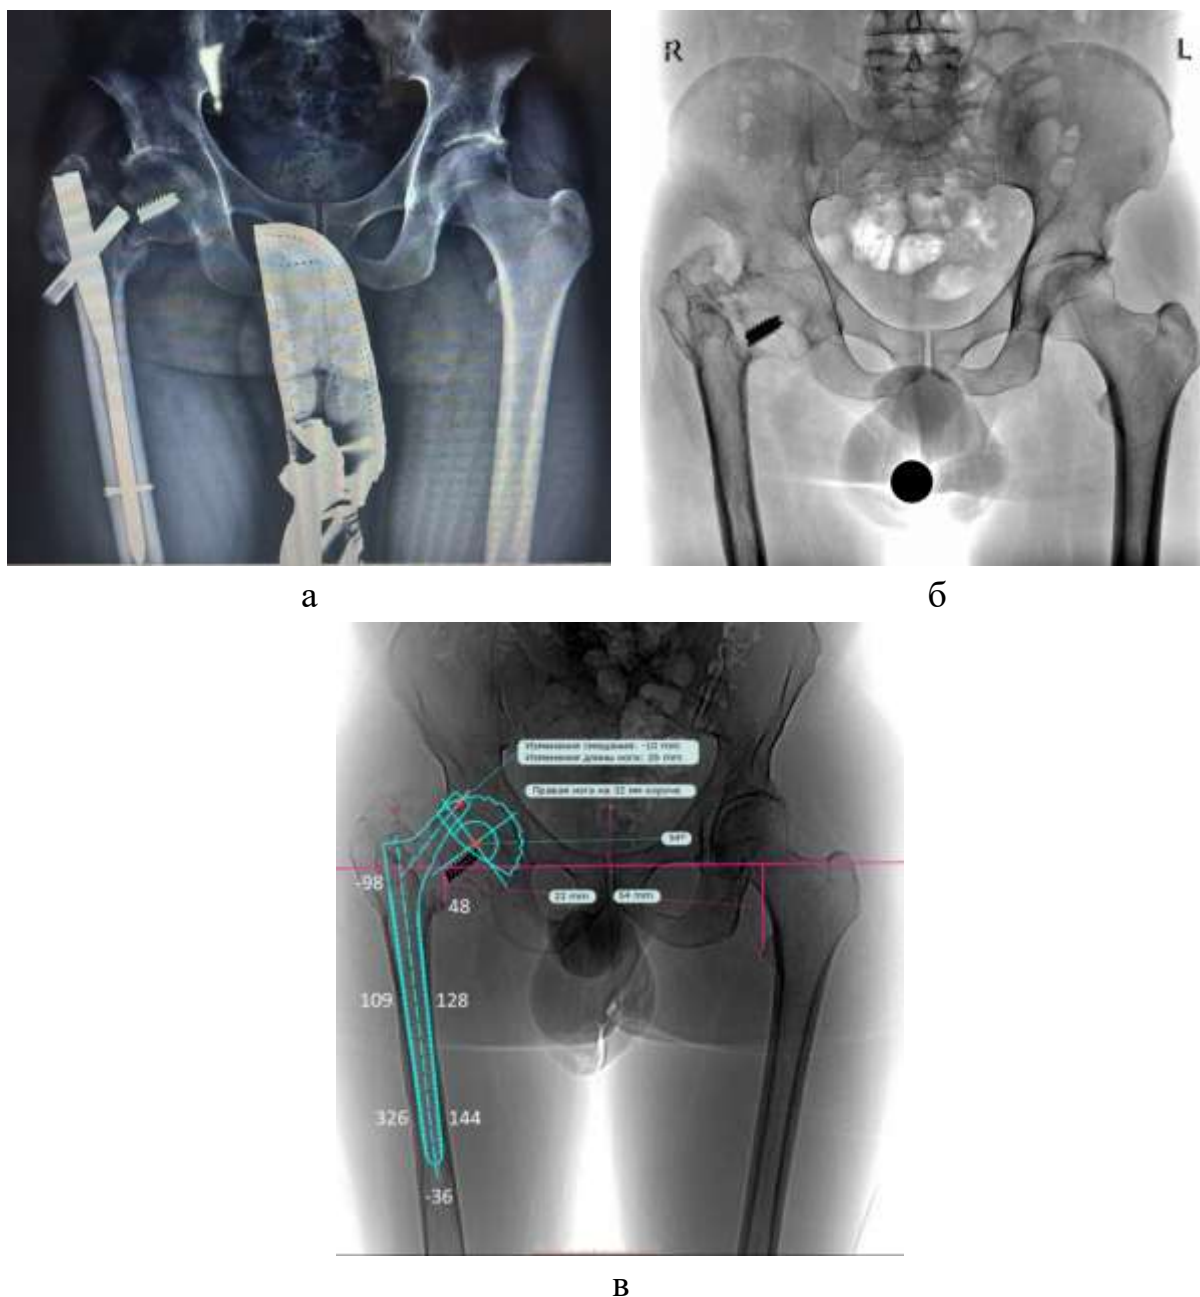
Расчет средних показателей индекса Haunsfield по данным МСКТ в процессе предоперационного планирования при помощи шаблонов различных вариантов бедренного компонента: а – обзорная рентгенография таза с установленным проксимальным бедренным стержнем и переломом металлоконструкции на фоне псевдоартроза шейки бедра; б – обзорный рентгеновский снимок таза после удаления металлоконструкции; в – данные МСКТ с шаблоном бедренного компонента типа Wagner Revision и расчетом индекса Haunsfield (средние значения 88,7 HU)
